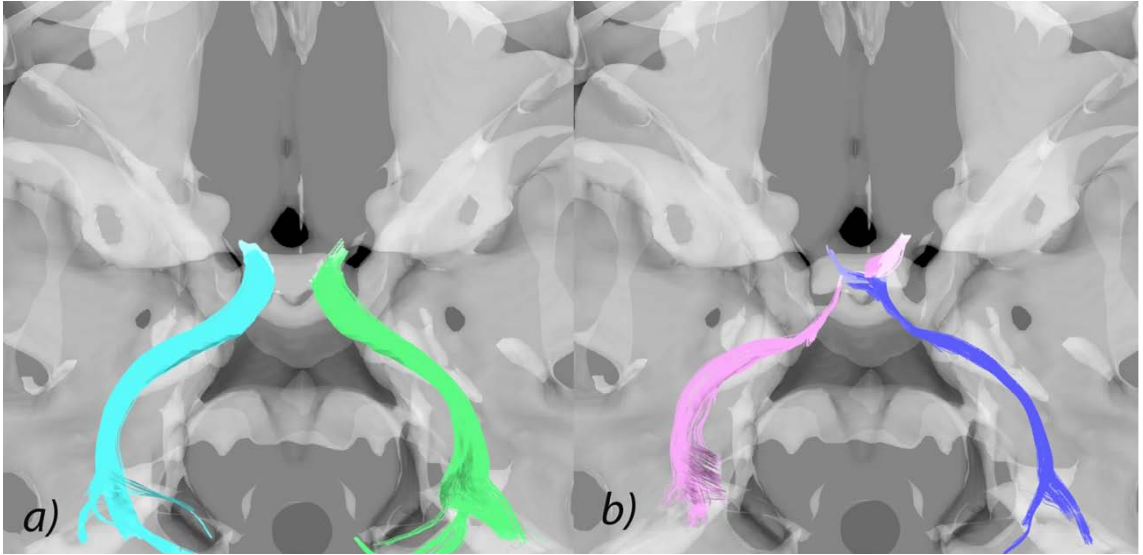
Optik kiazma traktografisinin süperiordan görünümü. Mavi sağ çapraz yapmayan, yeşil sol çapraz yapmayan, pembe sol çapraz yapan, mor sağ çapraz yapan, sarı renk bir gözden diğer göze giden optik sinir liflerini göstermektedir.
